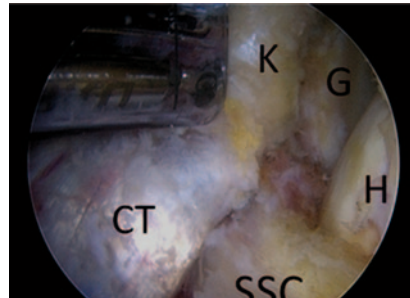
▲ Über die Bohrlöcher wird das abgesetzte Korakoid (K) mit Schrauben an das ventrale Glenoid (G) fixiert. Die „conjoint tendons“ (CT) sorgen für zusätzliche Stabilität, indem sie die Subskapularissehne (SSC) gegen den Humeruskopf (H) pressen
